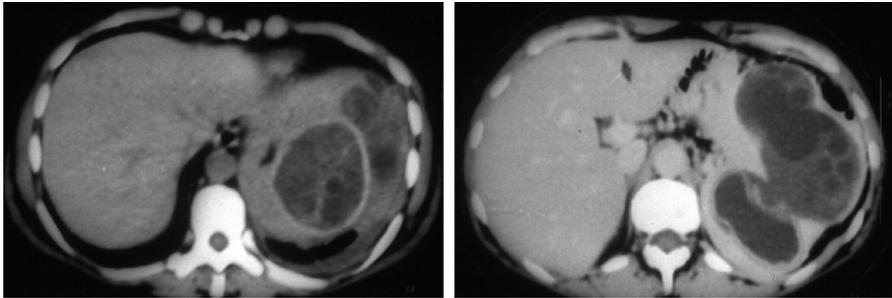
TAC abdominal en la que se observa una esplenomegalia con imágenes quísticas compatibles con quiste hidatídico.
